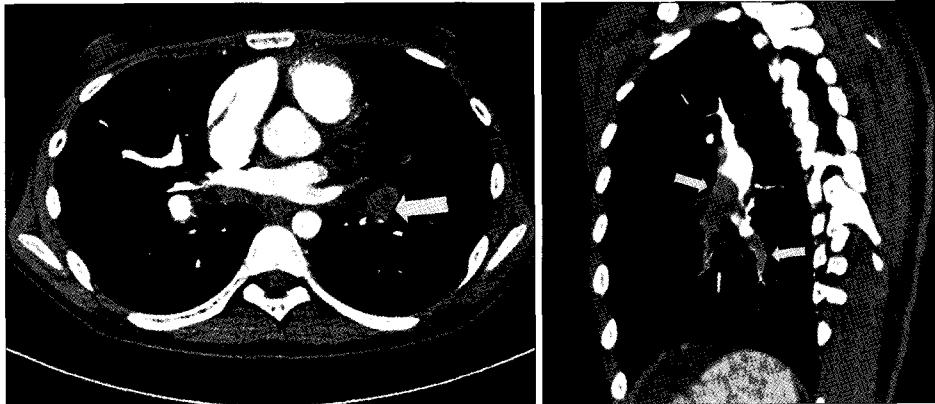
Preoperative chest CT shows pulmonary thromboembolism of superior, inferior segmental arteries of left lower lobe (arrows) and superior segmental artery of right lower lobe.
